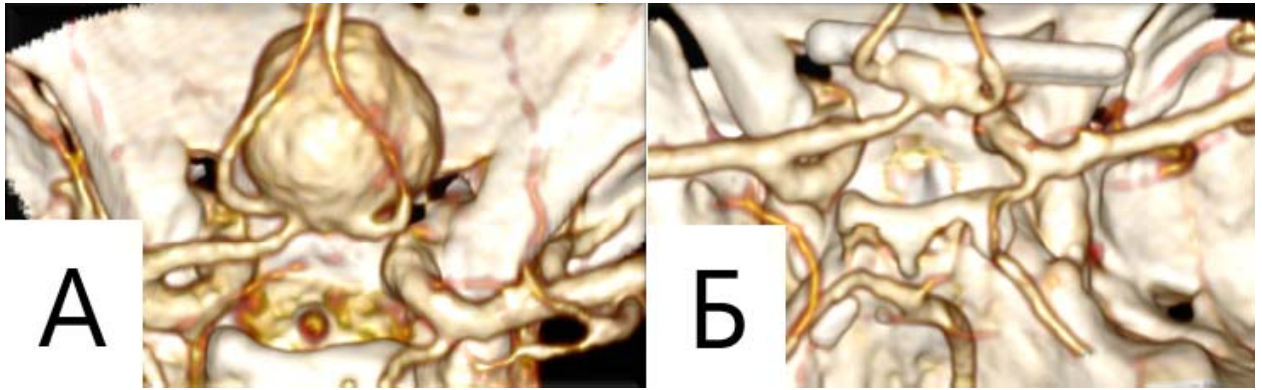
Клипирование ЦА ПСА. А. КТ-ангиография до клипирования ЦА; Б. КТ-ангиография после клипирования, определяется остаток аневризмы по задней поверхности (MR3).
